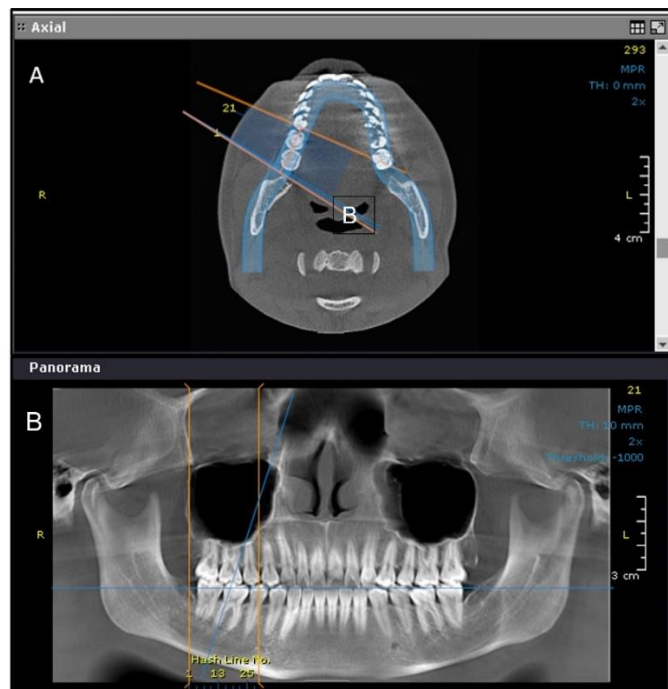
A. Vista axial de CBCT que muestra la selección del primer y segundo molar inferior; lado derecho. B. Plano Panorama, delimitando con las líneas
